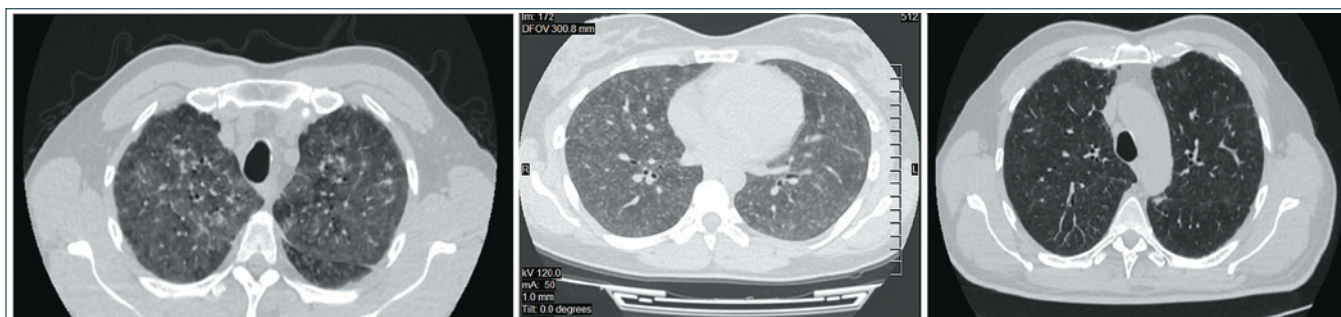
Экзогенный аллергический альвеолит (диагноз морфологически верифицирован). КТ органов грудной клетки: диффузное «матовое стекло» при инспираторном компьютерном сканировании, на крайнем справа скане – положительная динамика на фоне ГКС-терапии (нормализация воздушности легочной ткани)
